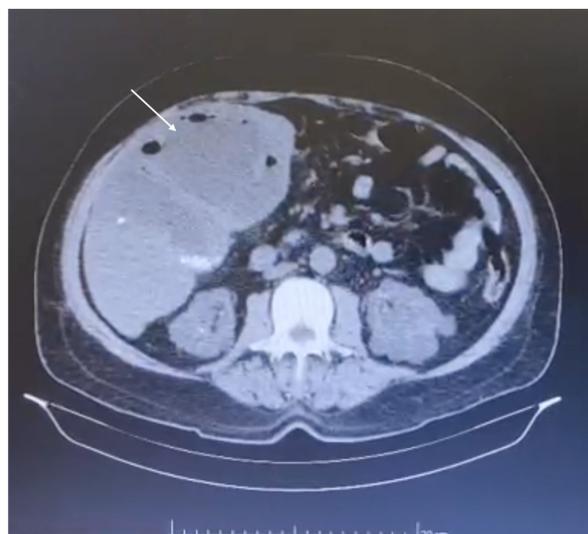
Tomografia computadorizada de abdome mostrando coleção em topografia de segmento hepático IV (seta branca). Fonte: arquivo pessoal.
